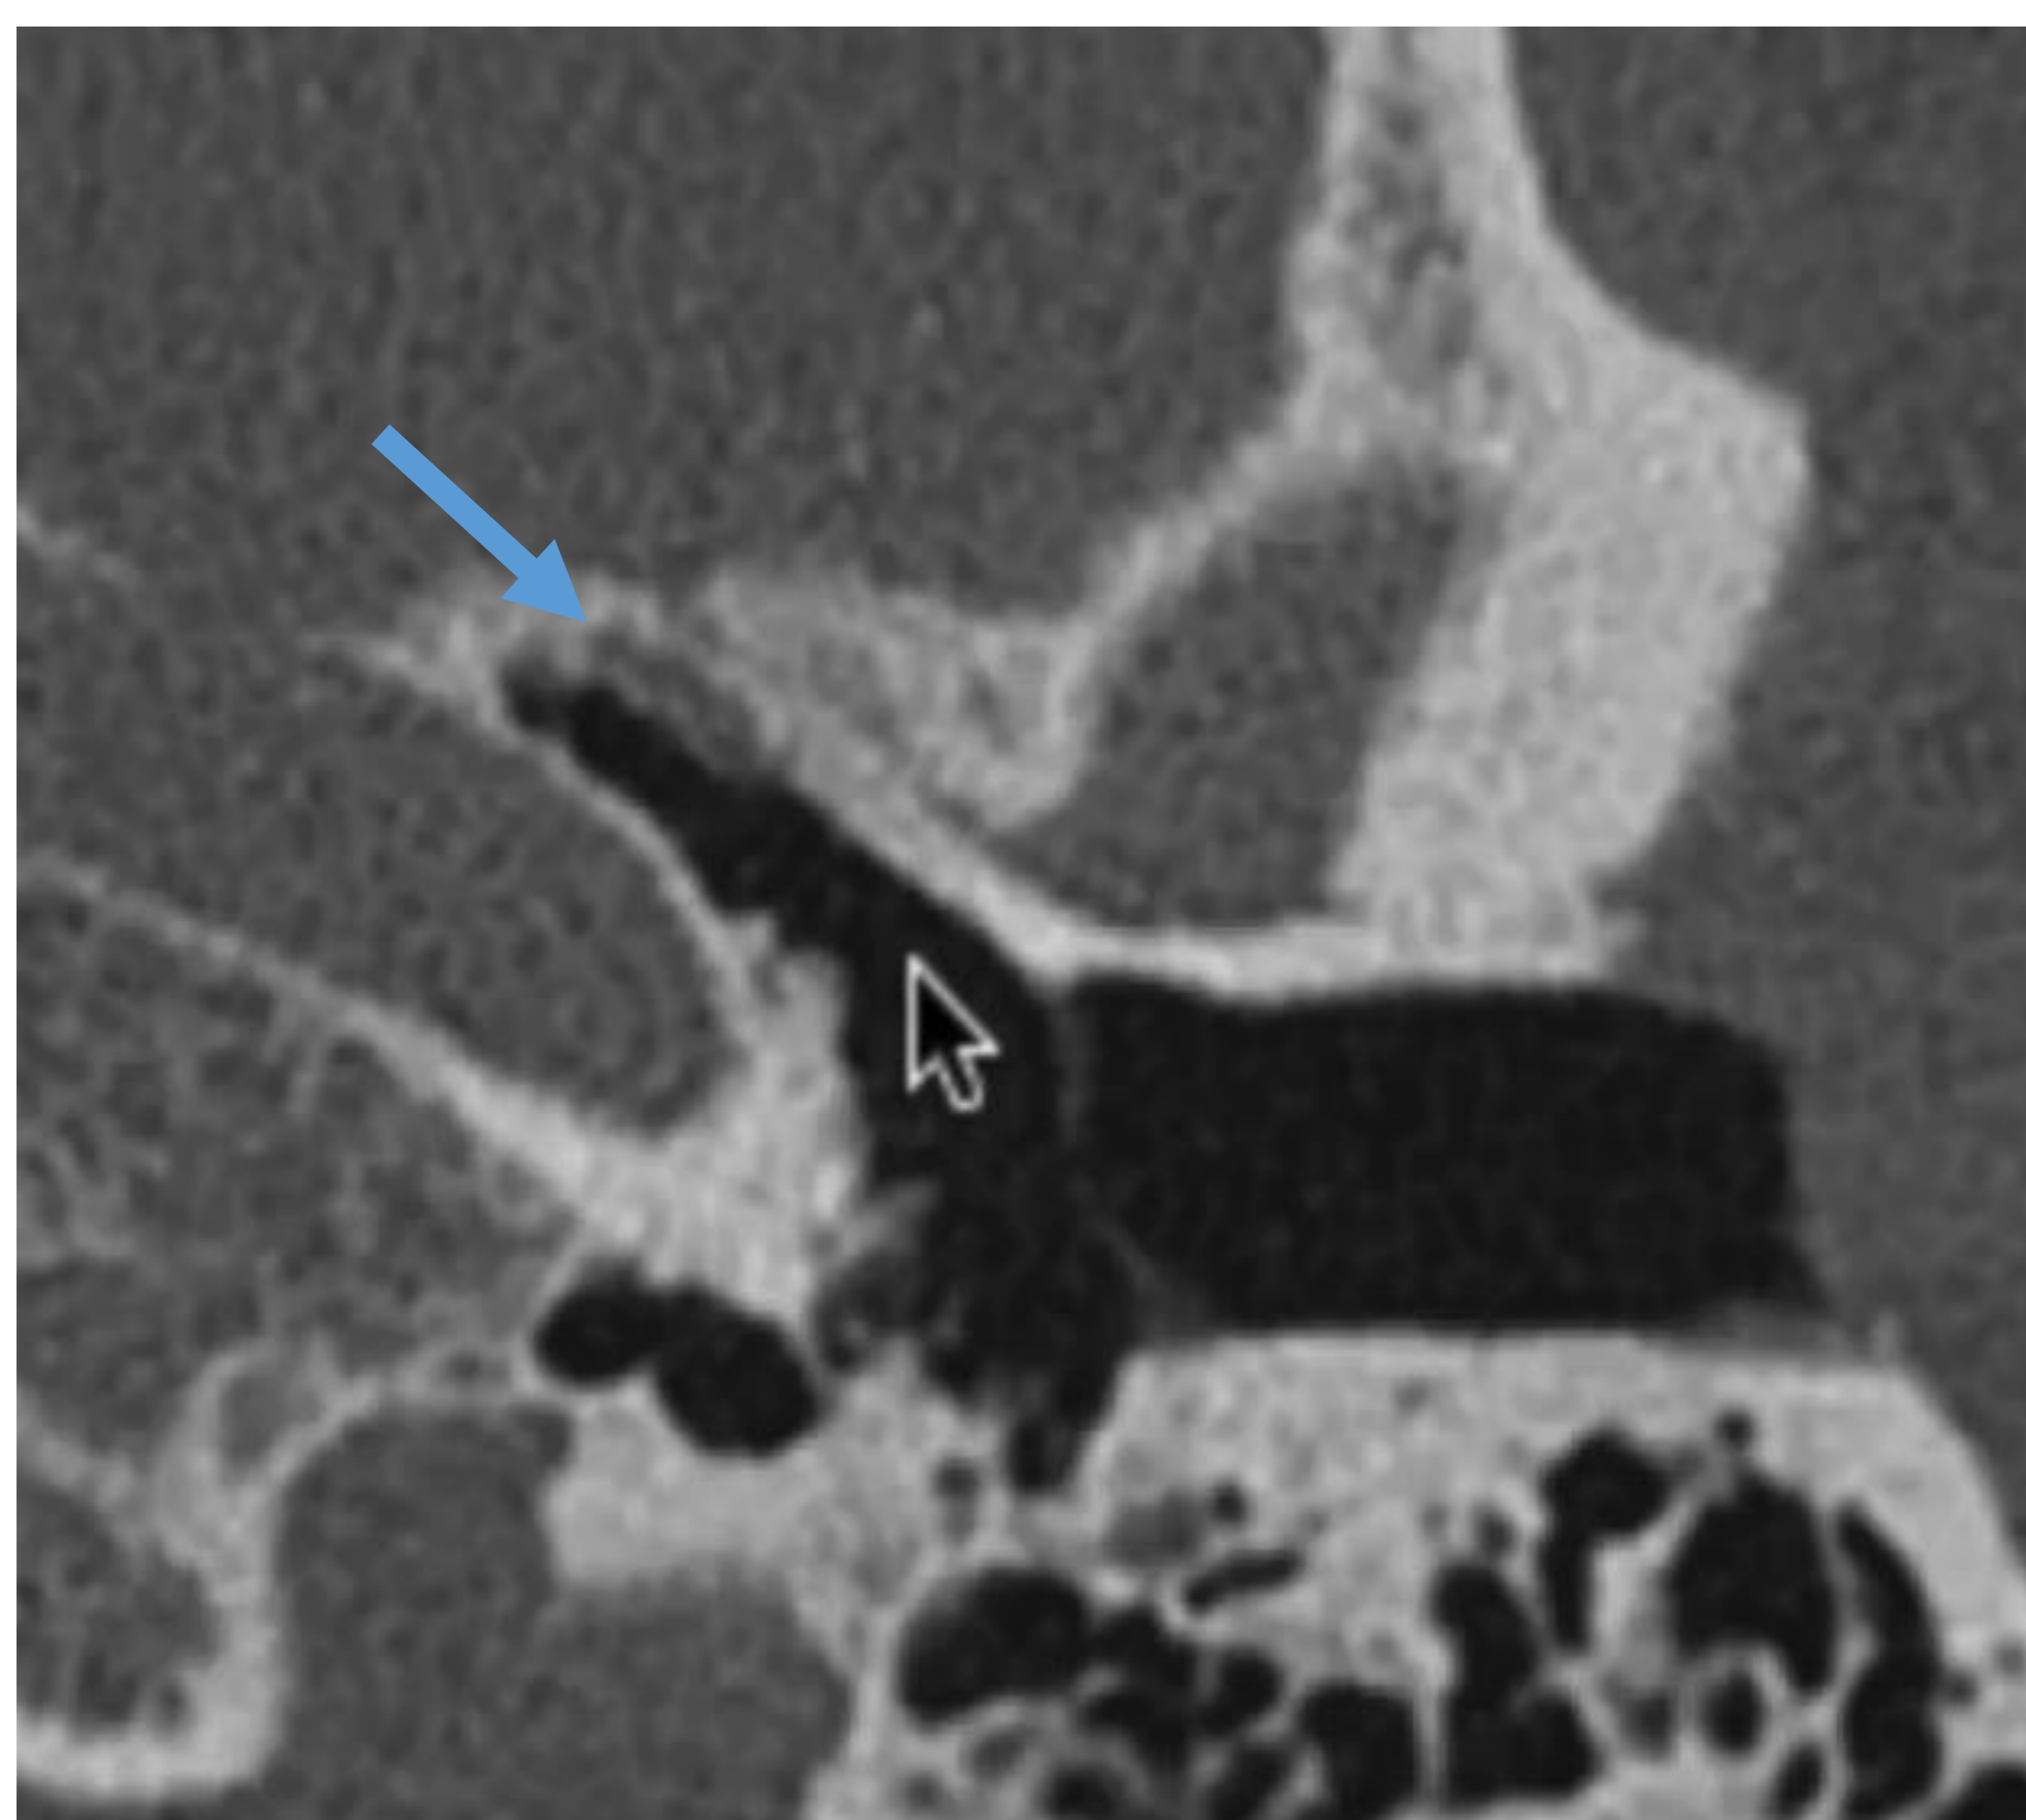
Corte axial TC: musculo tensor del tímpano.
